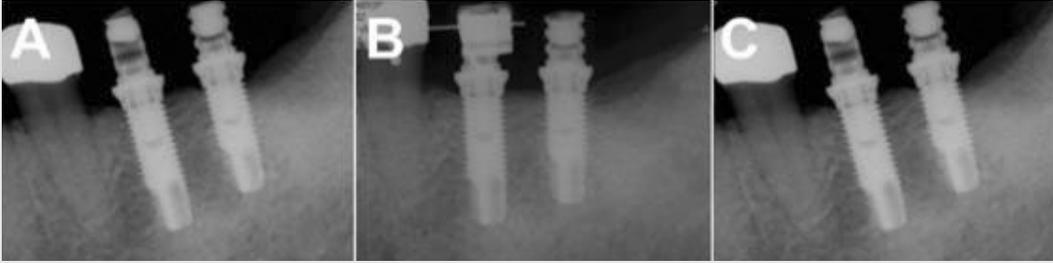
Periapical radiographs on the area of the left mandibular first and second molars. A, Before bonding the bracket on the implant-supported crowns. B, Implant-supported crowns were used as an anchorage for orthodontic teeth movement. C, The marginal bone loss was not observed after removal of the orthodontic appliances.
